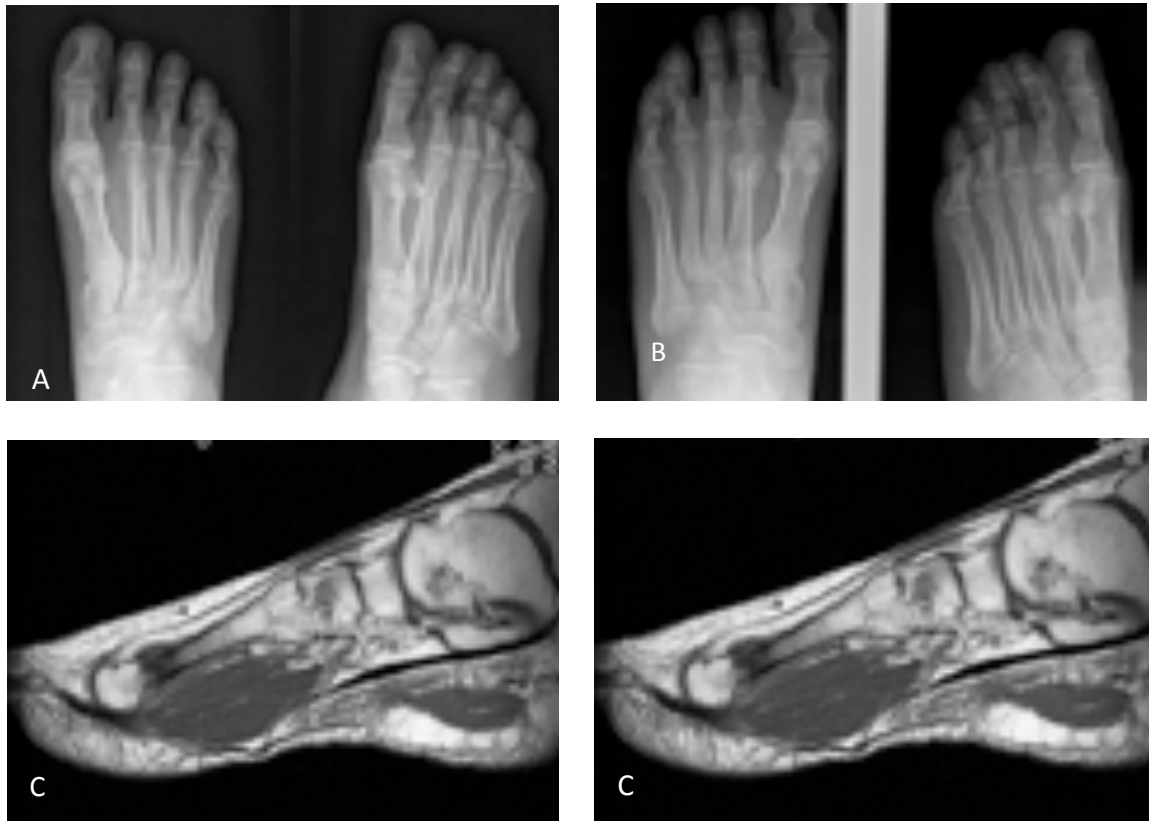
Fractura reciente del 2º metatarsiano con interrupción de la cortical y discreta impactación de fragmentos (A), y formación de callo óseo a las cinco semanas de la RX inicial en radiografías (B) y RM, cortes sagital T1(C) y axial T2 con supresión de la grasa (D). En este corte axial se aprecia además edema del 3er metatarsiano con discreta reacción perióstica.
